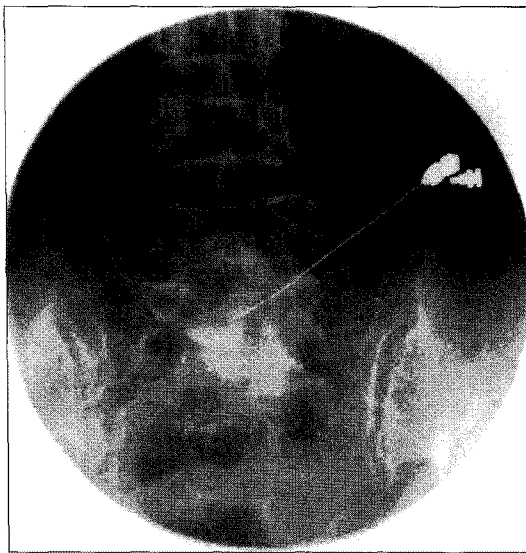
A-P view of fluoroscopic X-ray: unilateral approach. Radio-opaque dye spread from lower margin of L4 vertebral body to S1 and both lateral margin of L5 vertebra in retroperitoneal space.
